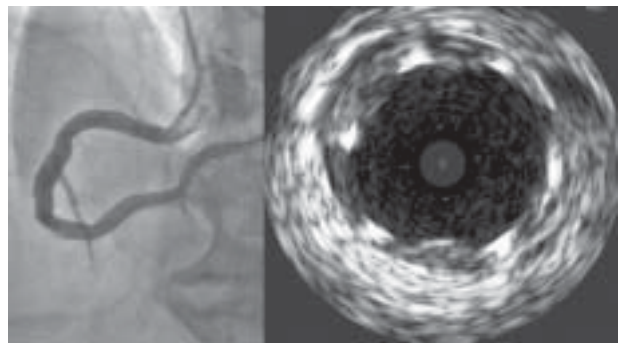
Obraz ultrasonograficzny prawej tętnicy wieńcowej w miejscu najciaśniejszego zwężenia; strzałka wskazuje dysekcję naczyń
